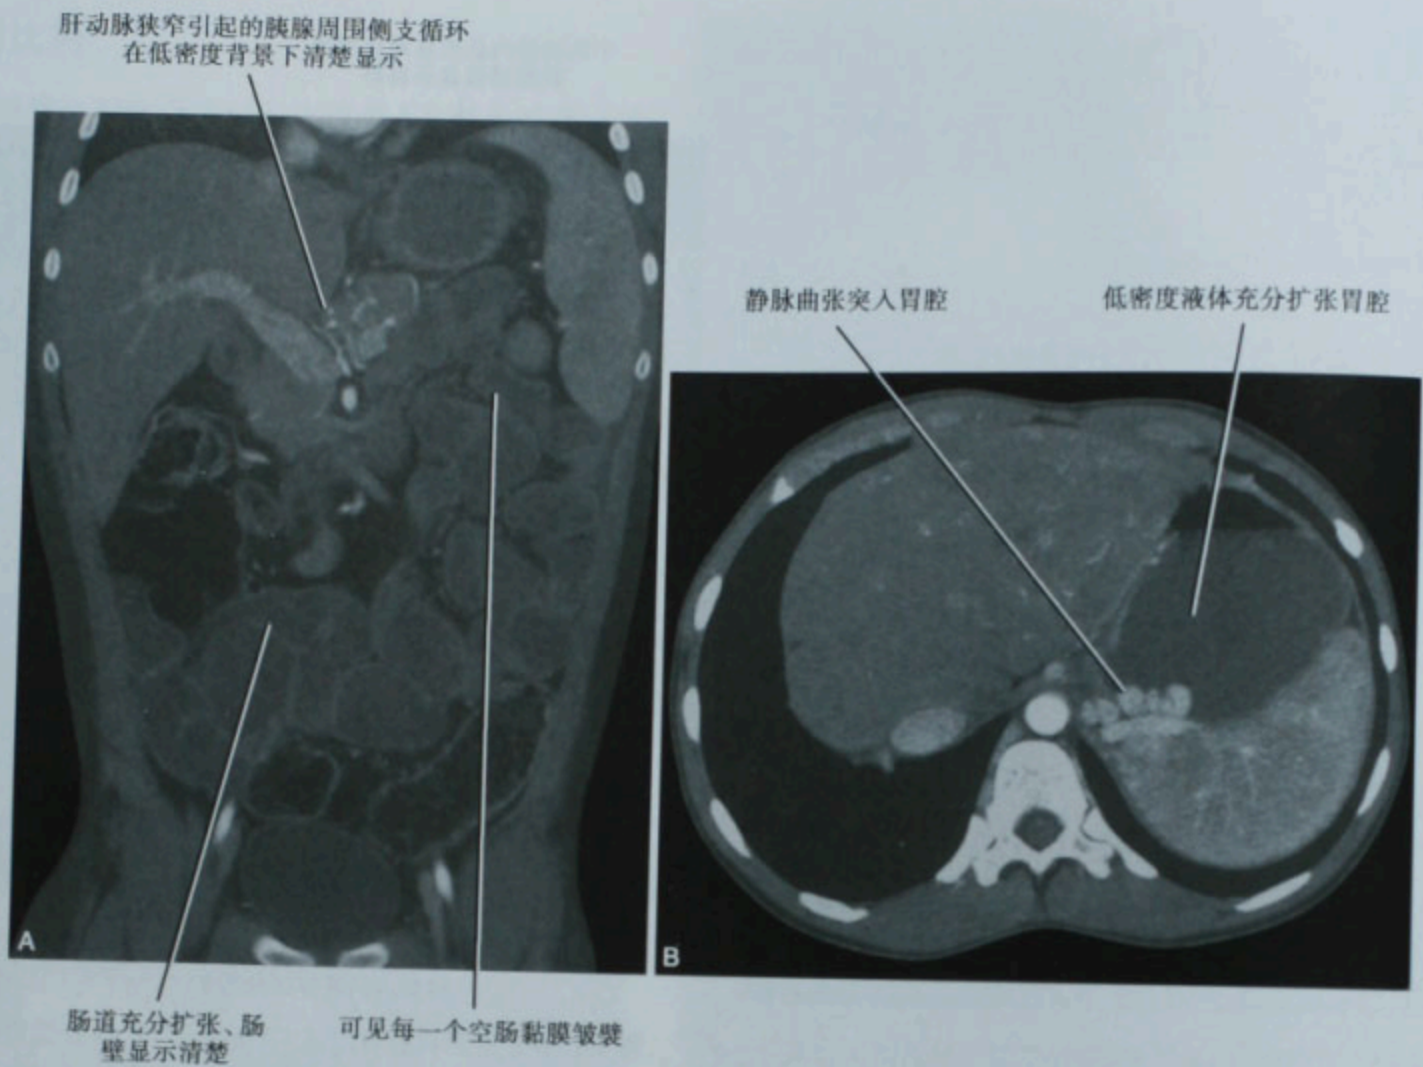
两个不同患者的 CT 检查(A、B)使用弱阳性扩肠管的口服对比剂填充空腔脏器,很好地衬托出高密度结构
